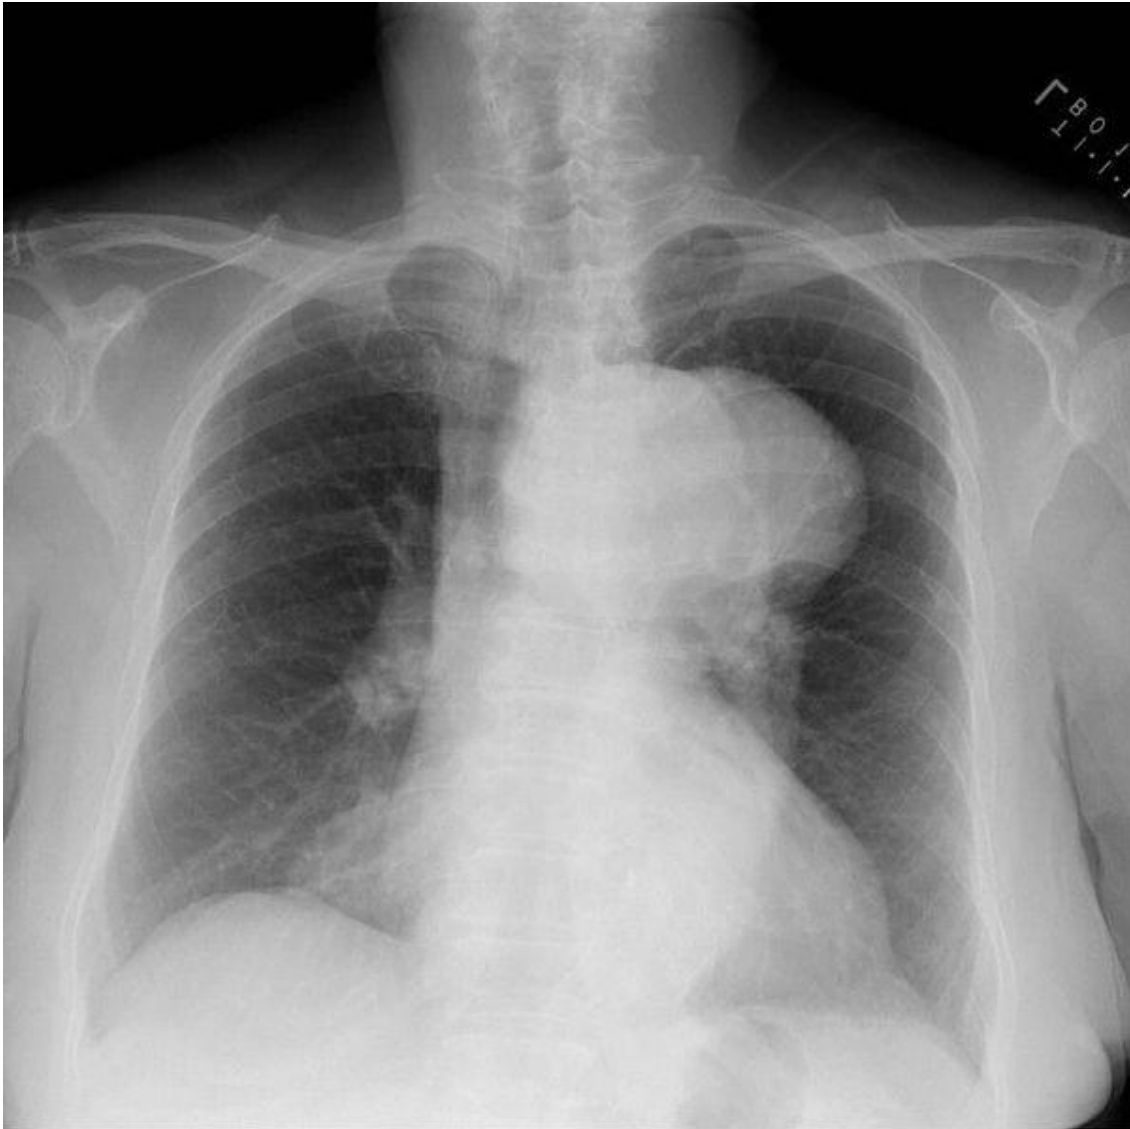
Image de radiographie thoracique de face montrant un anévrisme de la crosse de l'aorte massivement élargie chez une femme de 76 ans
